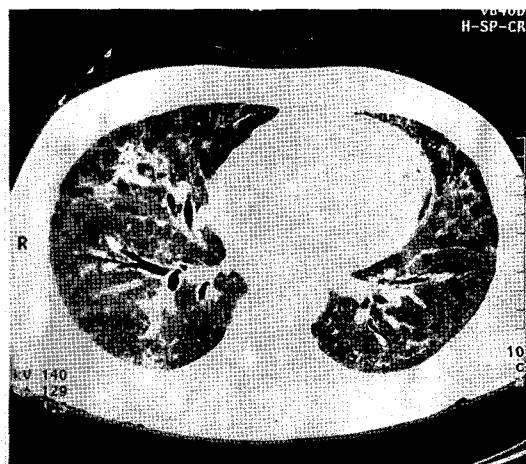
HRCT (High resolution computed tomography) scan on 6 weeks later. At the lower lung level scan, more prominent ground-glass opacities in peripheral and subpleural distribution with bronchiectasis are noted. Prominent lower lung zone dominancy and posteriorly distributed ground-glass opacities and traction bronchiectasis are seen.
